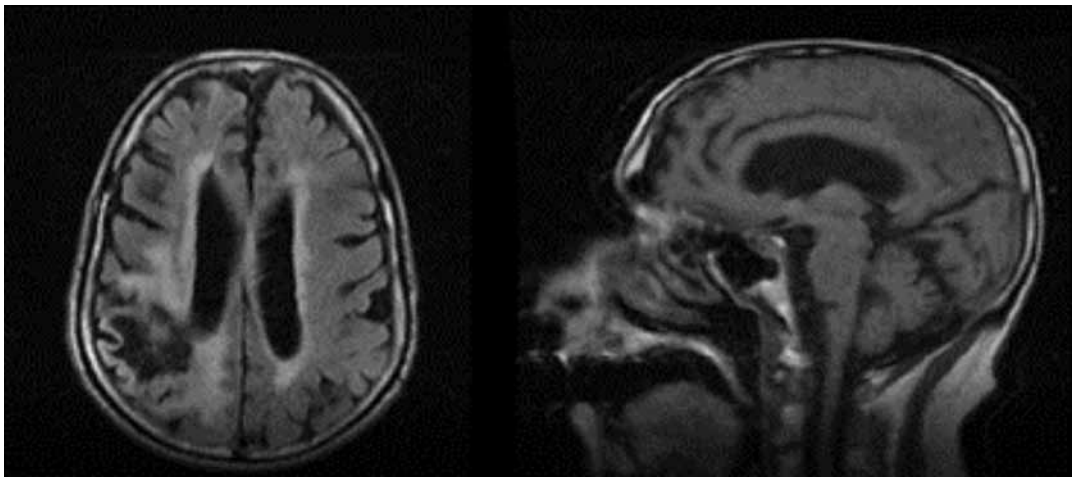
1a) RM cerebral T2 FLAIR corte axial que muestra zona de gliosis en región de arteria cerebral media derecha, correspondiente al infarto antiguo del paciente. 1b) RM cerebral T1 FLAIR corte sagital que muestra la estructura normal, sin alteraciones significativas, a nivel del cerebelo de nuestro paciente.
